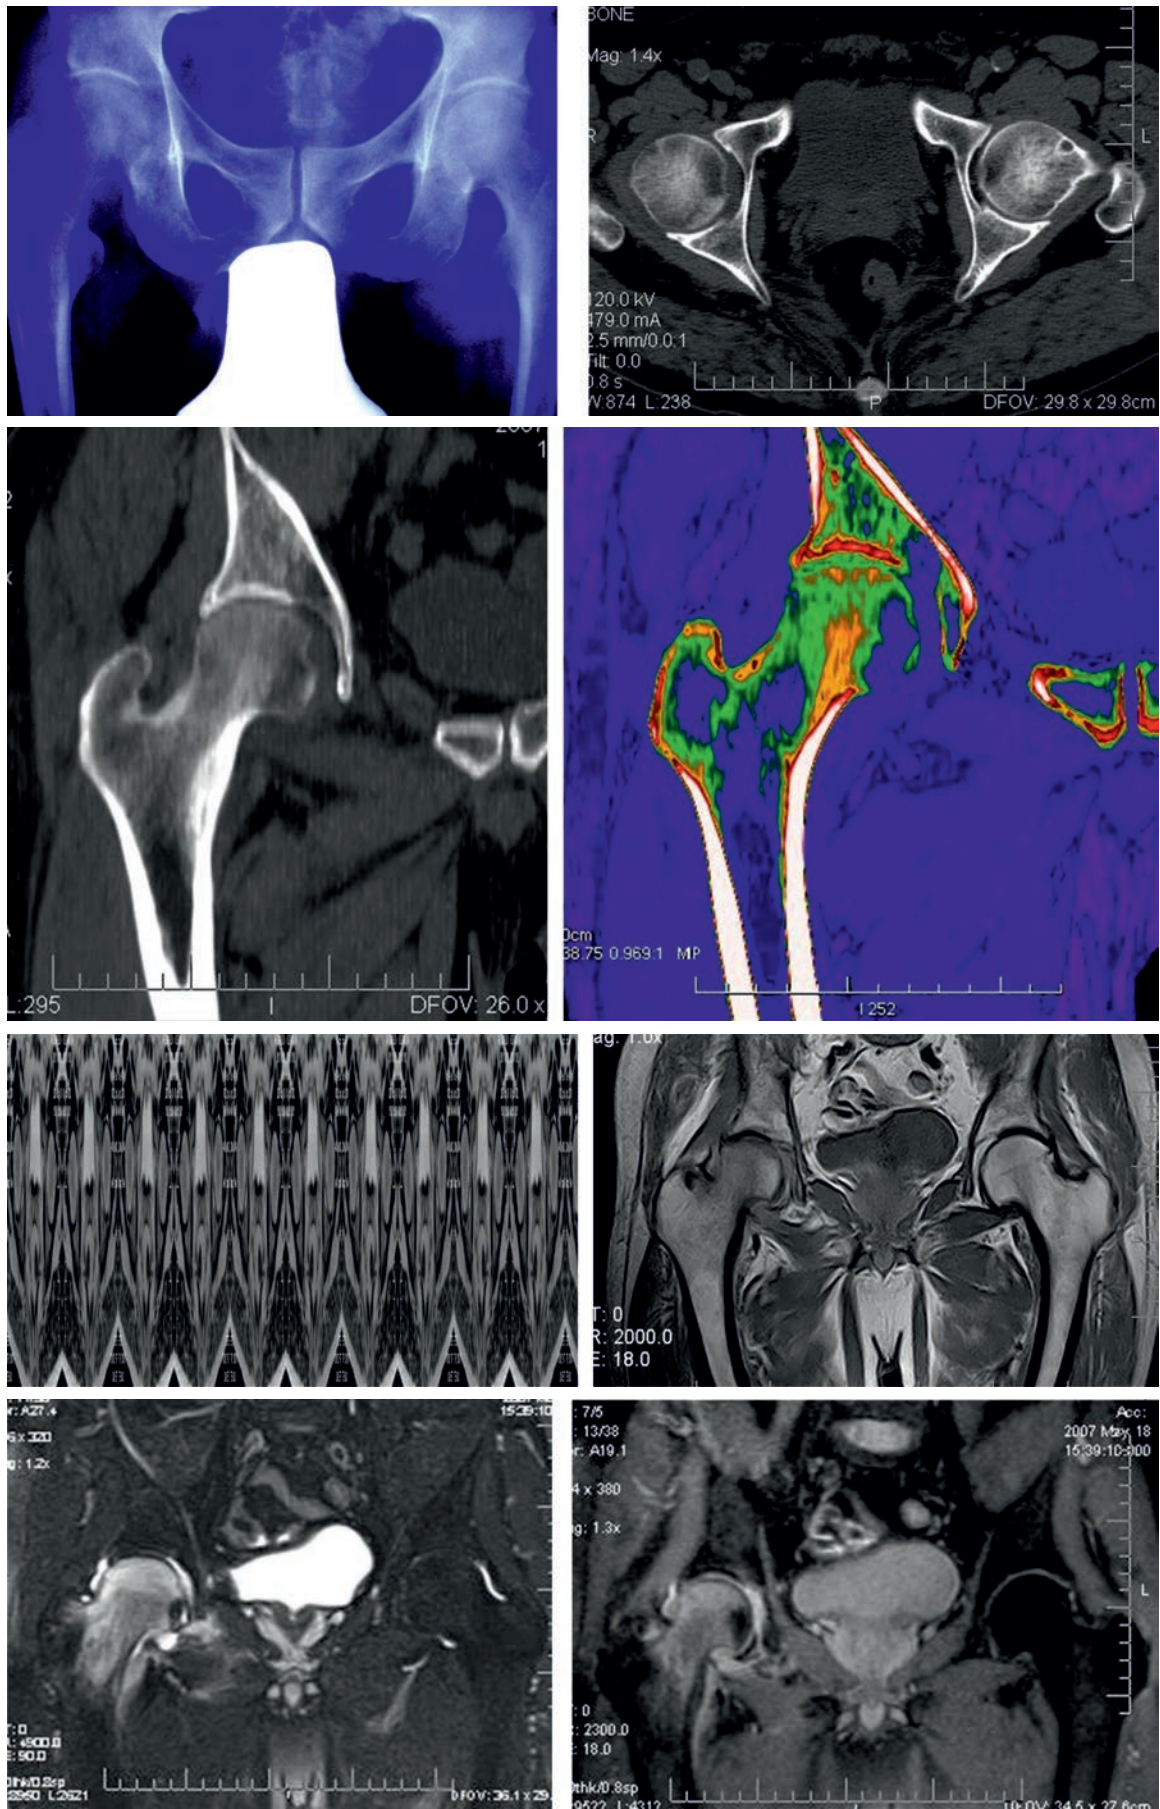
Вариант комплексного исследования тазобедренных суставов. Пациент 52 лет. На рентгенограмме тазобедренных суставов определяется неоднородность костной структуры головки правой бедренной кости с нечеткостью ее контуров
